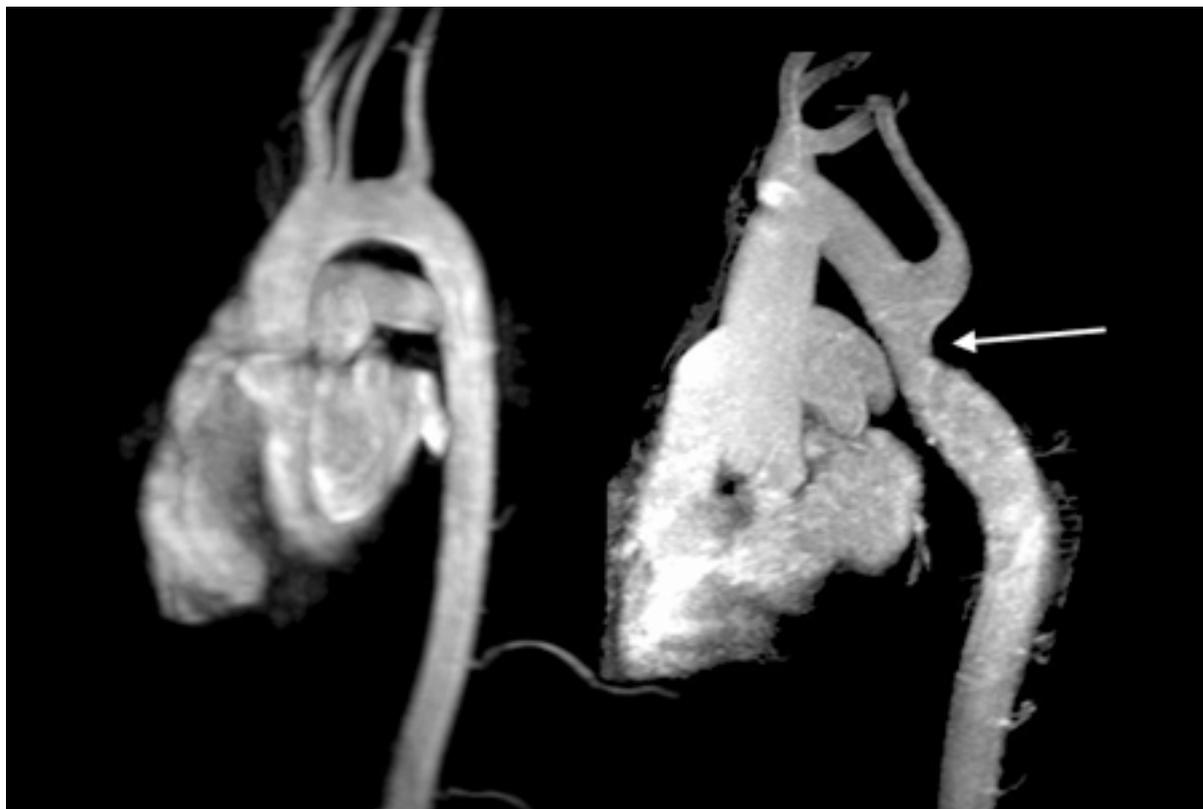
La imagen por resonancia magnética cardíaca revela un arco aórtico normal en forma de "bastón de caramelo" a la izquierda, en comparación con una coartación aórtica sin diagnóstico previo, inmediatamente después del origen de la arteria subclavia izquierda (flecha), detectada mediante imagen por resonancia magnética en una mujer adulta con síndrome de Turner con hipertensión grave de la parte superior del cuerpo
